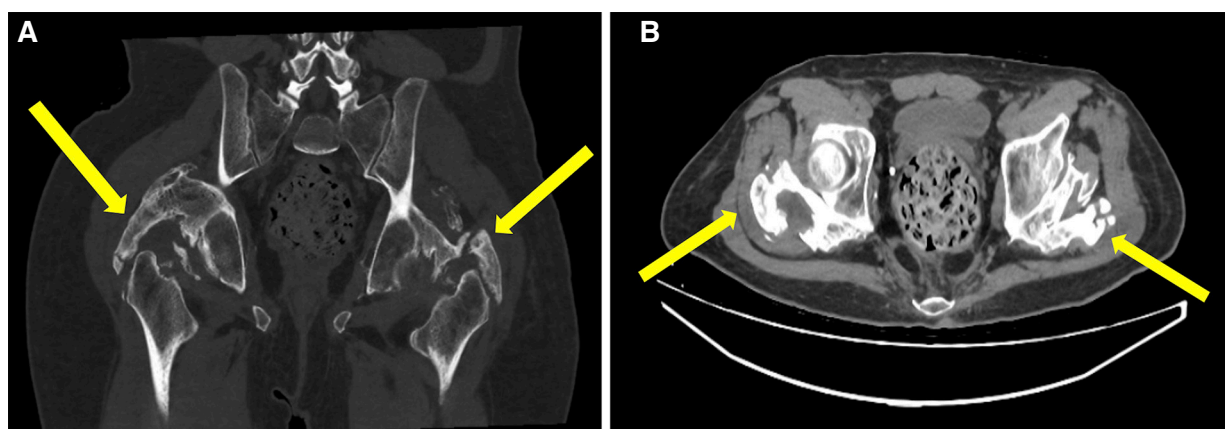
Tomografía computarizada de pelvis y cadera. A Corte coronal y B corte axial. En ambas imágenes, las flechas indican la presencia de osificación heterotópica.
